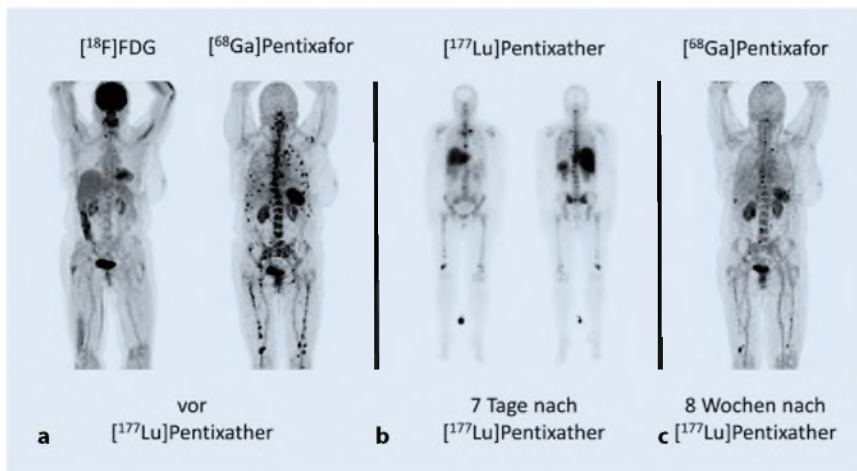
▲ Therapieansprechen der CXCR4-gerichteten Endoradiotherapie mit ^{177}Lu -Pentixather bei einem Patienten mit therapieresistentem Rezidiv bei multiplem Myelom. a „Maximum intensity projections“ (MIP) einer prätherapeutisch innerhalb von 5 Tagen durchgeführten ^{68}Ga -Pentixafor- und ^{18}F -FDG-PET/CT mit Nachweis einer hohen CXCR4-Expression der multiplen, FDG-negativen intramedullären MM-Manifestationen. b Ventrale (*links*) und dorsale (*rechts*) Ansicht einer posttherapeutischen Ganzkörperszintigraphie am Tag 7 nach intravenöser Infusion von 7,8 GBq ^{177}Lu -Pentixather. c MIP einer 8 Wochen nach ^{177}Lu -Pentixather durchgeführten ^{68}Ga -Pentixafor-PET/CT mit Dokumentation eines guten Therapieansprechens im Sinne einer fast vollständigen Regredienz der vorbekannten MM-Läsionen. Serologisch konnte zu diesem Zeitpunkt eine stabile Erkrankung bestätigt werden
